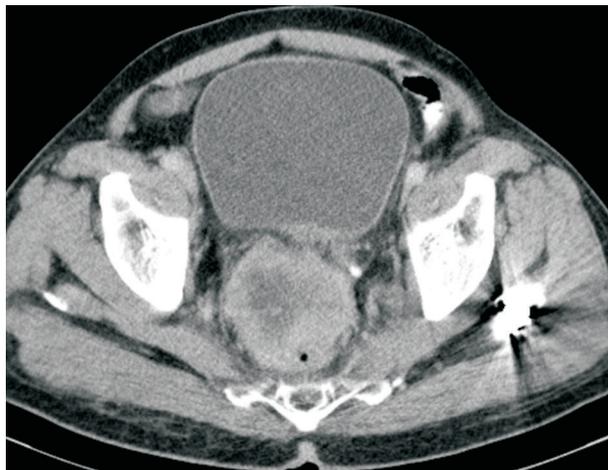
Tomografia computadorizada mostrando tumor de próstata comprimindo reto, provocando sub-oclusão, deixando mínima luz retal.
